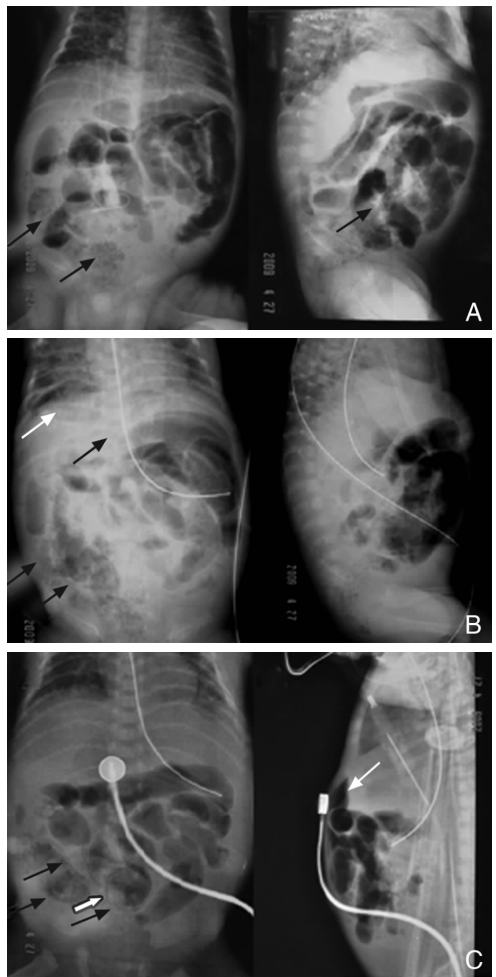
患儿腹部平片所见 A:NEC 早期腹部正侧位平片,可见肠管充气,扩张,腹腔内可见广泛“泡沫征”(黑色箭头所示),以下腹为主;B:NEC 6 h 后腹部正立侧卧位平片,白箭头示膈下游离气体,黑箭头示门静脉气体影及肠壁气肿;C:NEC 12 h 后卧位腹部平片,黑箭头示肠壁气肿,空心箭头示“牛眼征”,白箭头示腹腔游离气体。
